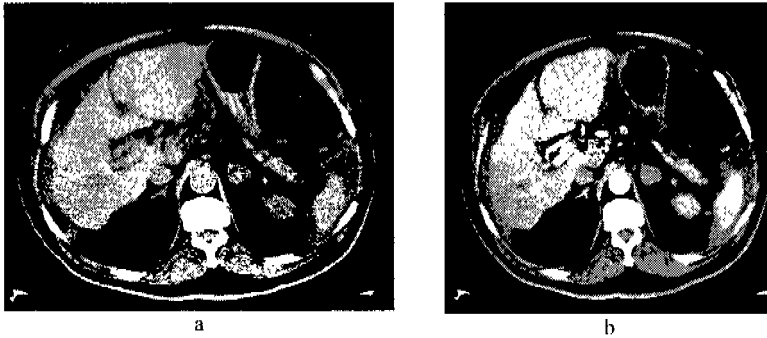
Metástasis suprarrenal por carcinoma hepatocelular. TC simple (a), fase arterial (b)
